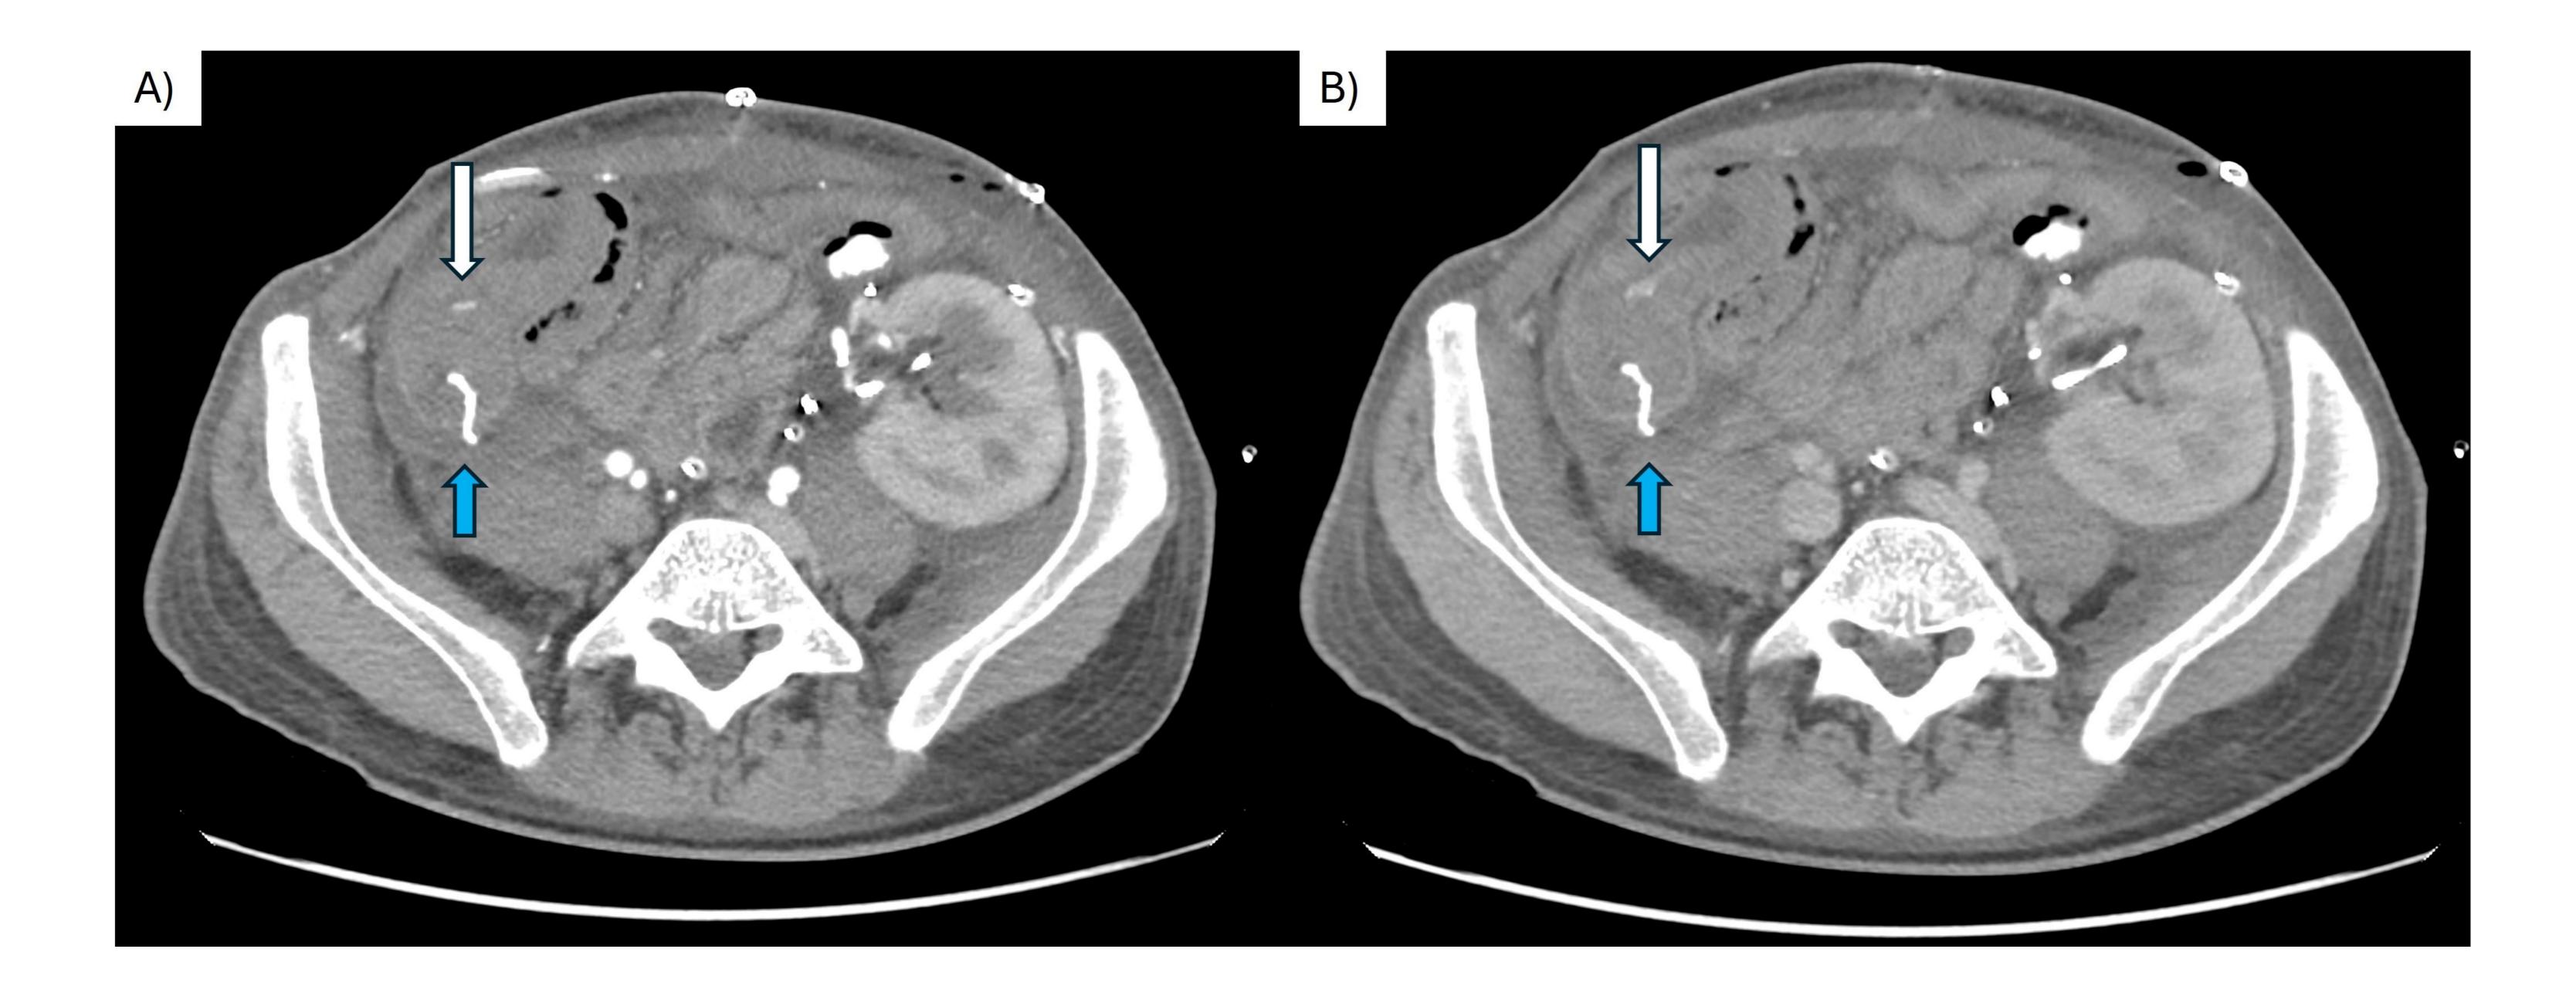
Sangrado gastrointestinal. En la fase arterial de la TC (A), aparece un foco hiperdenso en la luz del asa del duodeno localizada en la fosa ilíaca derecha anastomosada al injerto pancreático, que aumenta en la fase venosa (B), cerca de la sutura quirúrgica  $(\rightarrow)$ , lo que es compatible con un sangrado arterial activo relacionado con la anastomosis entérica.
